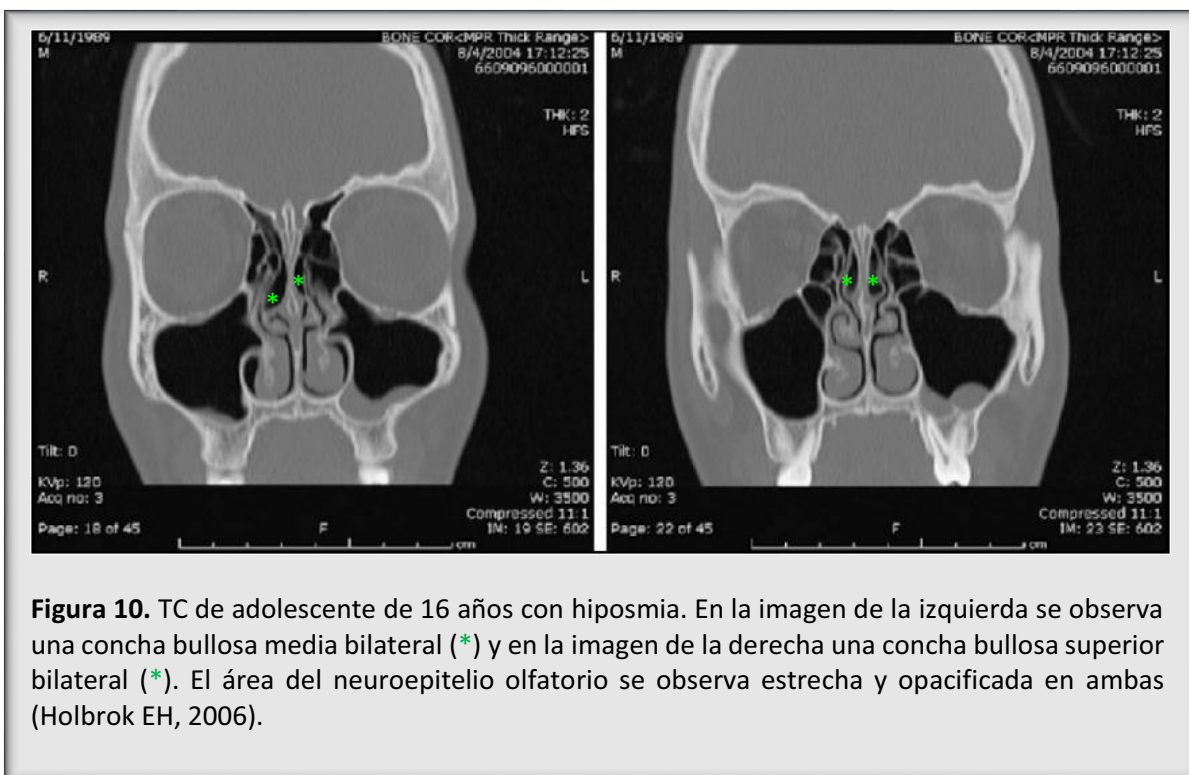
TC de adolescente de 16 años con hiposmia. En la imagen de la izquierda se observa una concha bullosa media bilateral (*) y en la imagen de la derecha una concha bullosa superior bilateral (*). El área del neuroepitelio olfatorio se observa estrecha y opacificada en ambas (Holbrook EH, 2006).
